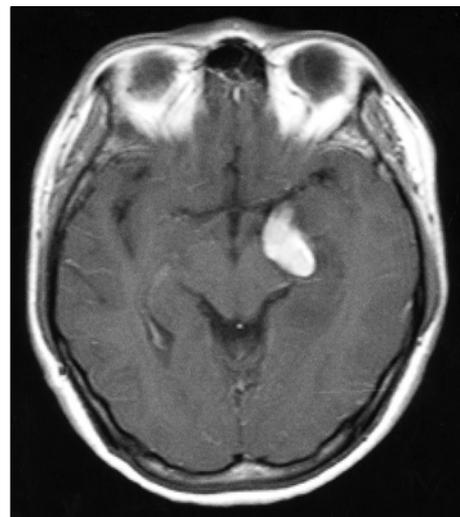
PCNSL of left temporal lobe demonstrated on T2 weighted magnetic resonance image at diagnosis.
